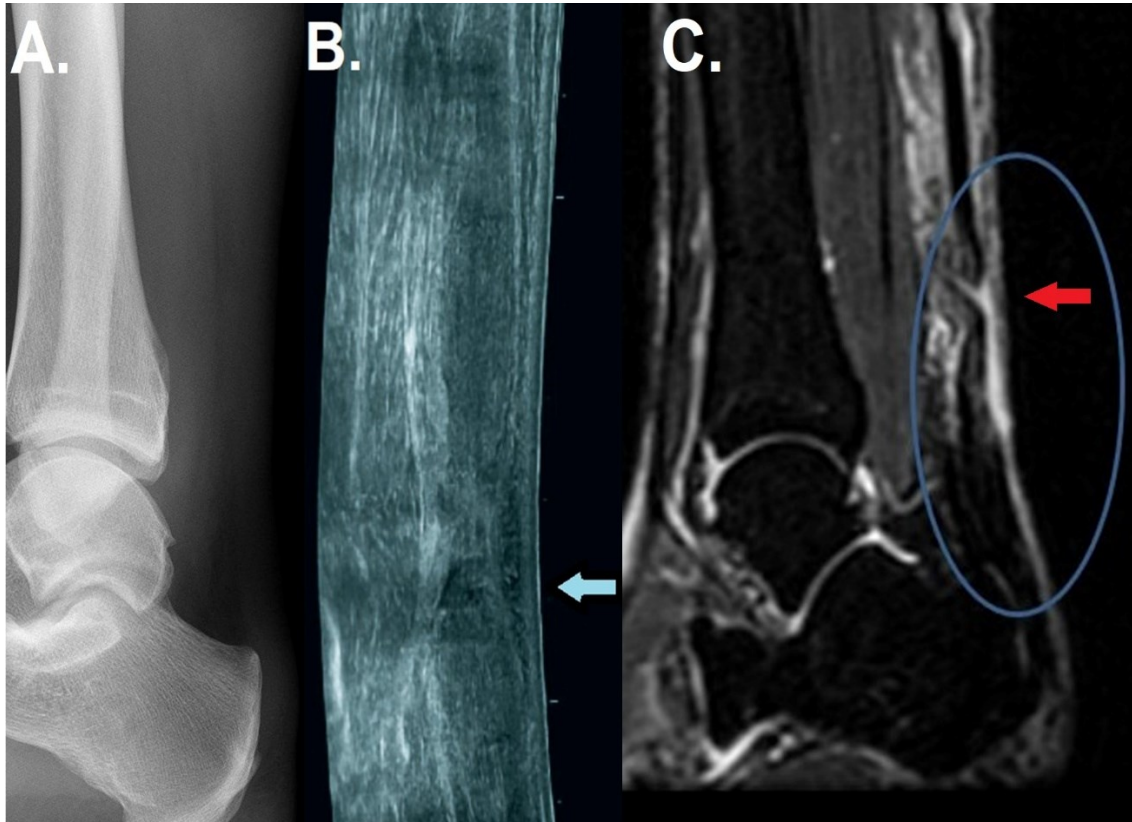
A. Röntgenbild zum Ausschluss knöcherner Verletzung B. Achillessehnenruptur in der Sonographie: Kontinuitätsunterbrechung (Blauer Pfeil) [36] C. Kernspintomographie einer gerissenen Achillessehne (Roter Pfeil) [37].
